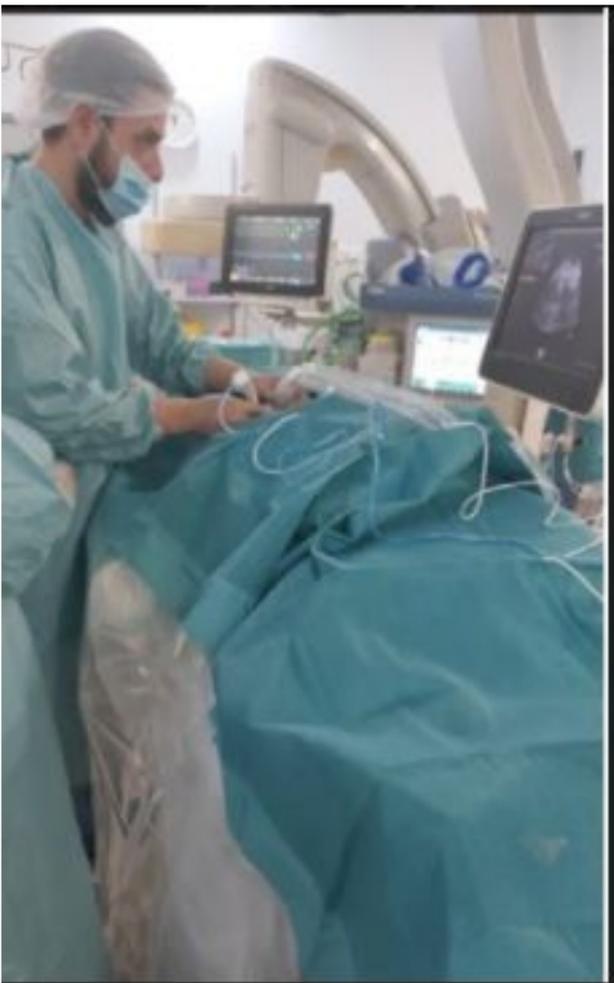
Ejemplo de punción percutánea guiada por ecografía con aguja de RF.
